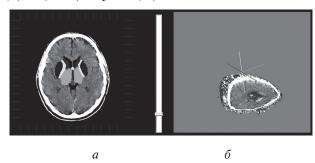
Иллюстрация построения идентификационной модели компьютерного планирования: a — визуализация аксиального КТ- среза в 2,5 D режиме;  $\delta$  — частичный разрез объемного представления идентификационной модели компьютерного планирования в 3,5 D режиме
